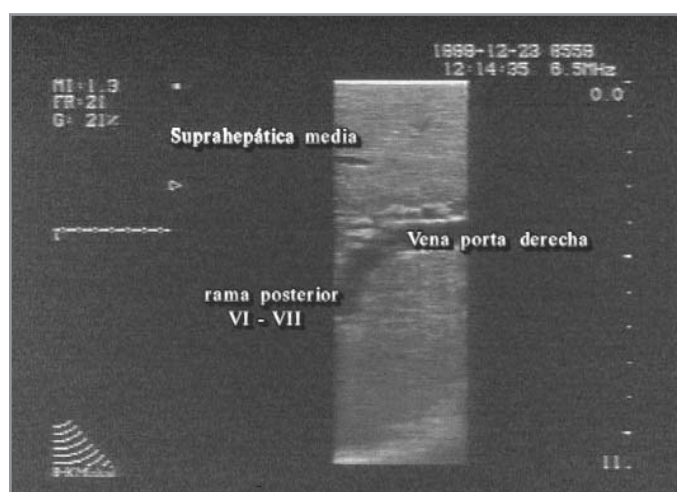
Ecografía intraoperatoria. Porta derecha. Rama posterior (6 y 7).
